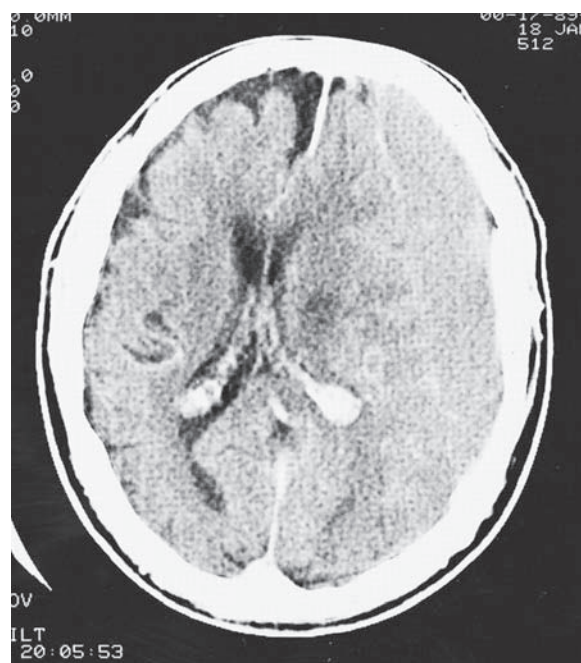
Hematoma subdural subagudo en el lado izquierdo (derecho del lector). Estudio de CT después de administrar material de contraste intravenoso. La lesión es isodensa con el tejido adyacente del encéfalo, pero se aprecia su margen con realce de contraste. Nótese el desplazamiento de las estructuras cerebrales.
